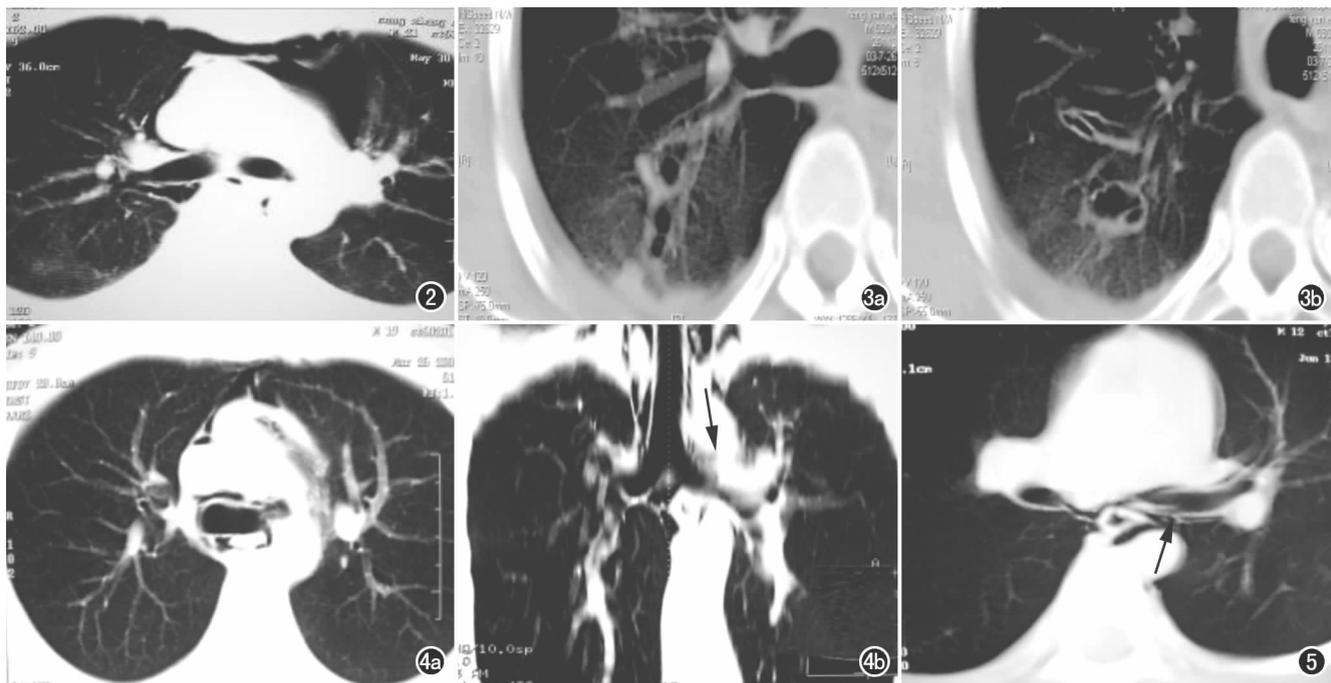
车祸伤,右侧主支气管后壁线状连续影中断,可见两处裂隙,胸膜腔内积气。图3 车祸伤。a) CT平扫示右侧上叶后段支气管后壁局部管壁水肿增厚; b) CT平扫示破裂口远端见圆形及杵指状气体影,胸膜腔内积血。图4 体育运动后发生气管支气管破裂。a) 左侧气管主支气管分叉处前壁见一2mm大小裂口,局部管壁塌陷(箭),纵隔内见不规则气体影; b) 冠状面重组图像示左侧气管主支气管分叉处管壁水肿,壁增厚(箭)。图5 剧烈咳嗽时突发气管支气管破裂,左侧支气管后壁距气管隆突20mm处见一约3mm的裂口(箭),局部管壁凹陷错位,纵隔内见气体影。
